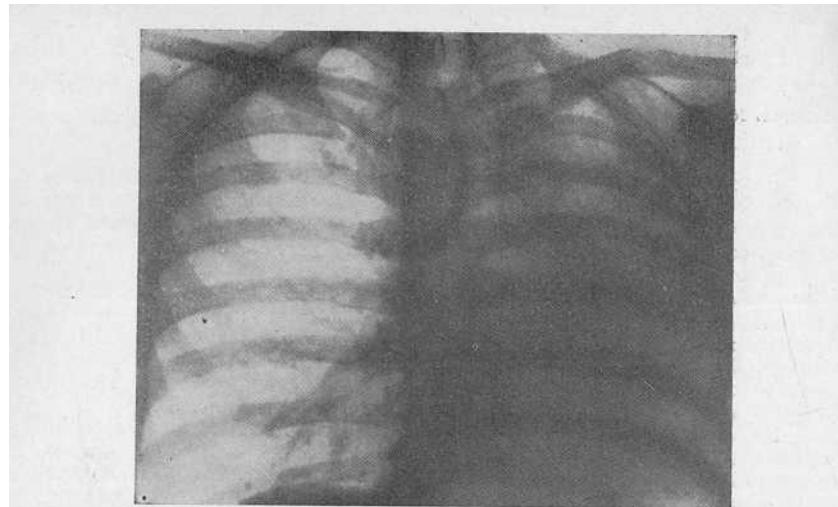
Рентгенограмма больного С. Левое легкое неравномерно затемнено, уменьшено в объеме. Правое легкое увеличено в размерах, проникает в левую половину грудной полости. Трахея, сердце и крупные сосуды смещены влево на 2—3 см.
